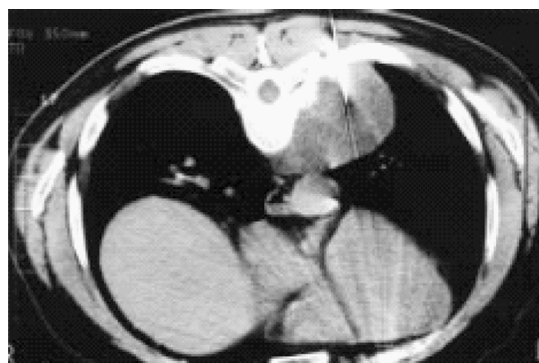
CT 导引穿刺活检,俯卧位,从后胸壁进针
